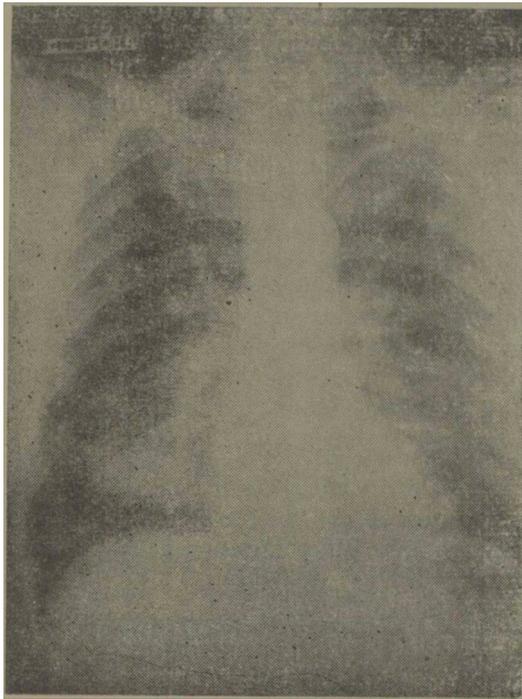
Radiografía donde se observa metástasis pulmonar en base derecha.
